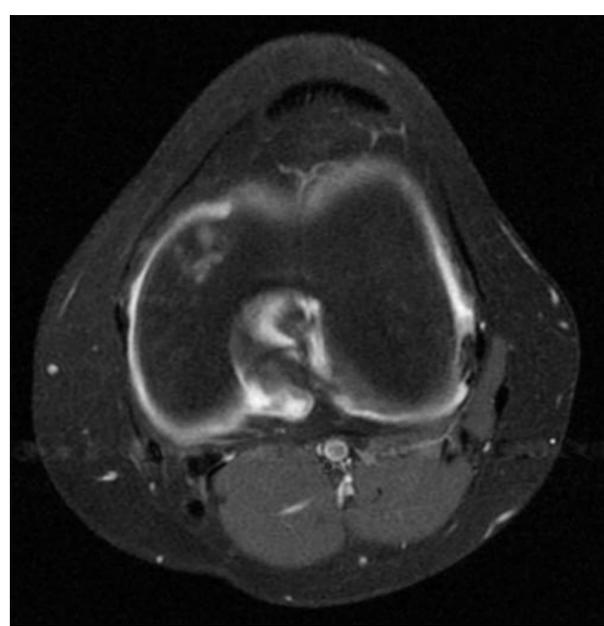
Adolescente 15 años. Oligoartritis. RM secuencia STIR corte axial. Lesión osteocondral.
